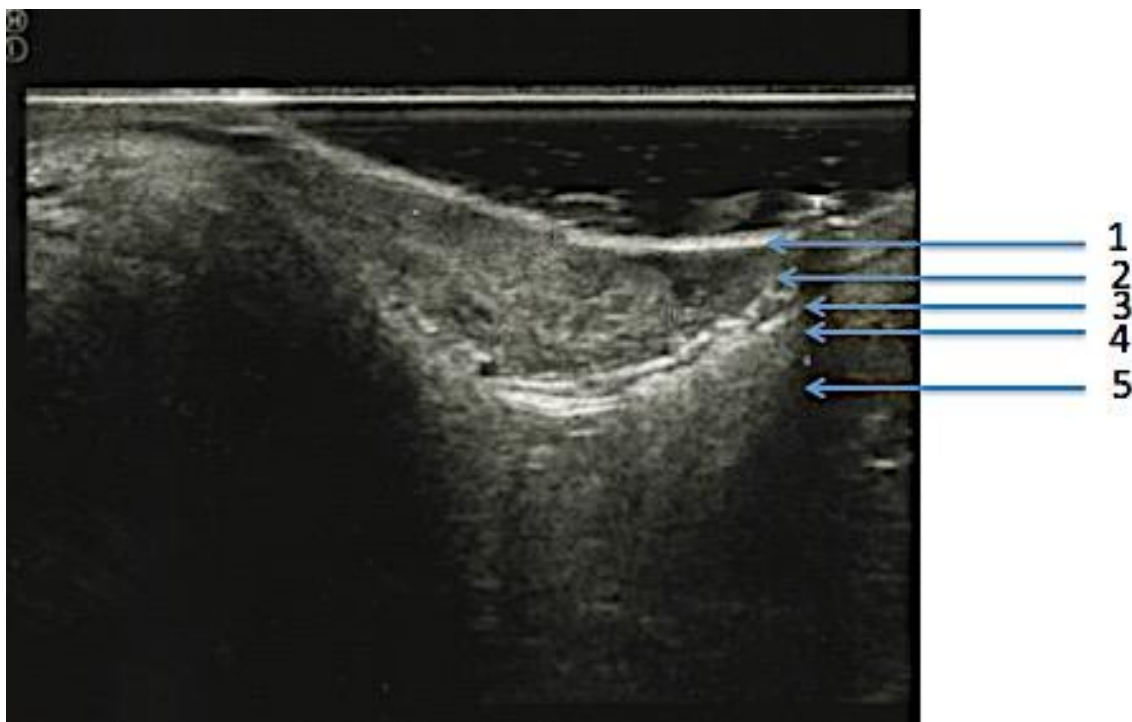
Ультрасонограмма ЭРУЗИ. Больная У., 38 лет, и/б № 1673-16.
